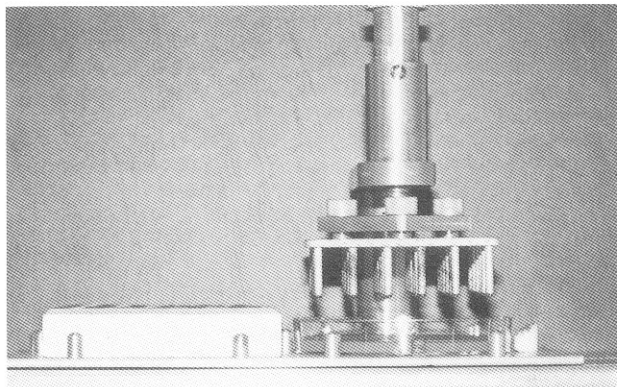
Sonicador Sonifer 250 (Branson, Branson Ultrasonics Corporation) empleado para la disolución de los cementos.
